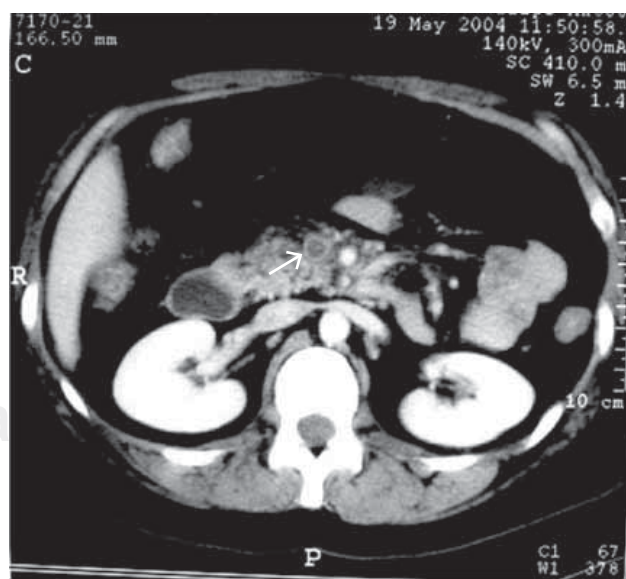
Corte axial de tomografía computada a nivel del hilio renal donde se observa una imagen hipodensa con refuerzo anular (flecha) que corresponde a trombo en la vena mesentérica superior.
